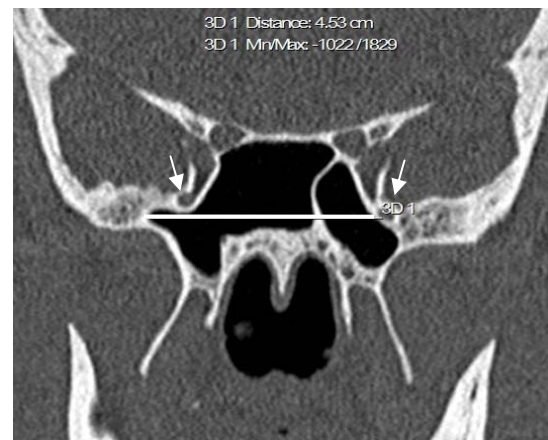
TC em reconstrução multiplanar coronal. Diâmetro do seio esfenoidal: 4,53 cm (Caso 8). Setas indicam os forames redondos
